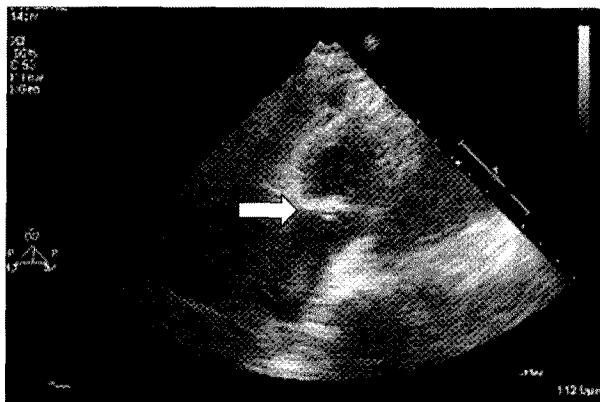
Postoperative echocardiogram shows movement of tricuspid valve leaflet (arrow); no residual regurgitated movement.
